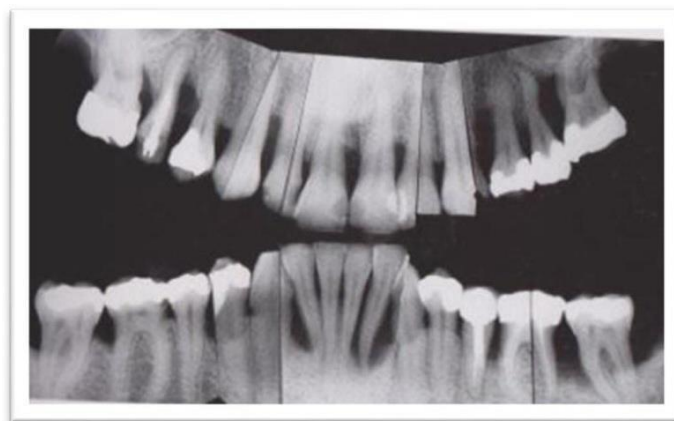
Statut radiographique d'un patient présentant une parodontite agressive localisée [28]
